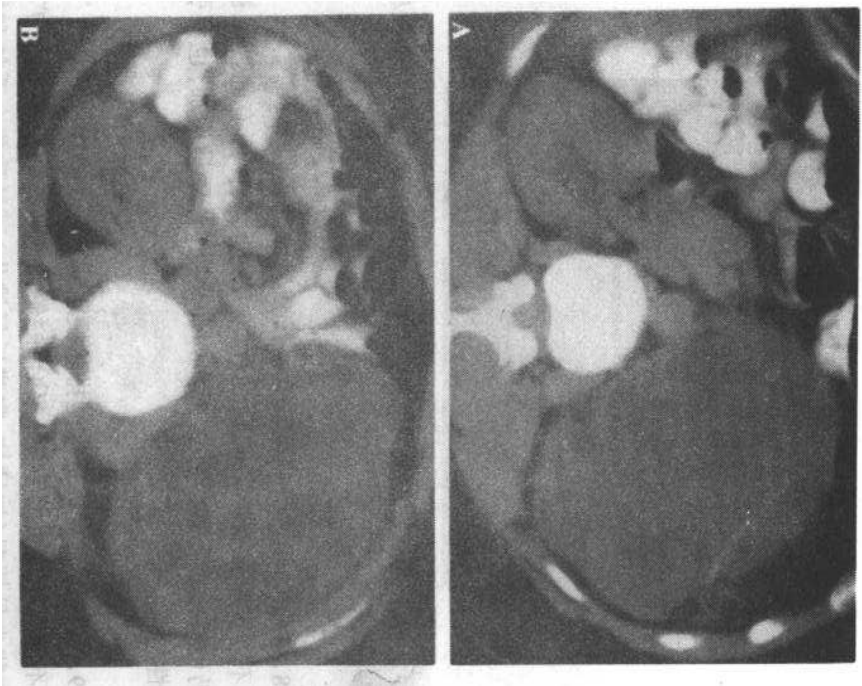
A和B 41岁女性患者,左腹部疼痛并可触及包块。口服造影剂(非增强)后CT示左肾集合系统明显扩张,输尿管正常,在输尿管肾盂结合部未见肿块。诊断为:慢性左输尿管肾盂结合部梗阻
